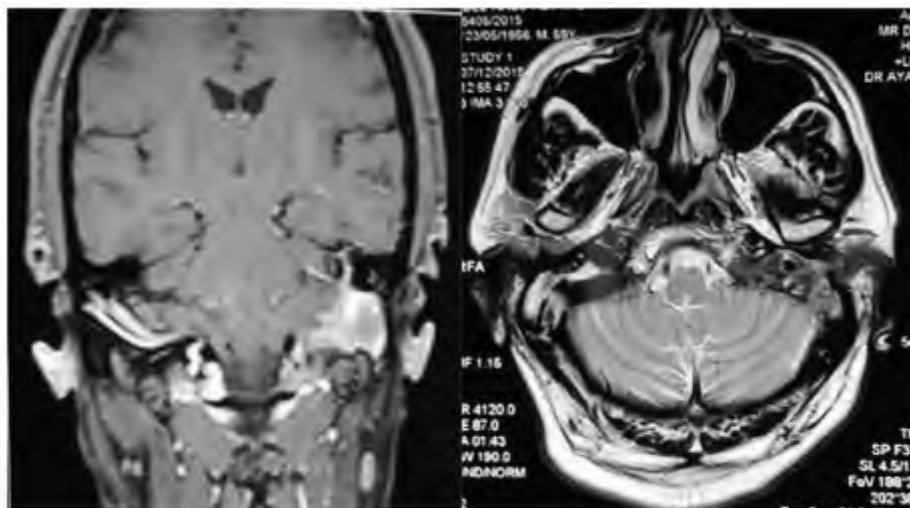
IRM en coupe coronale et axiale
